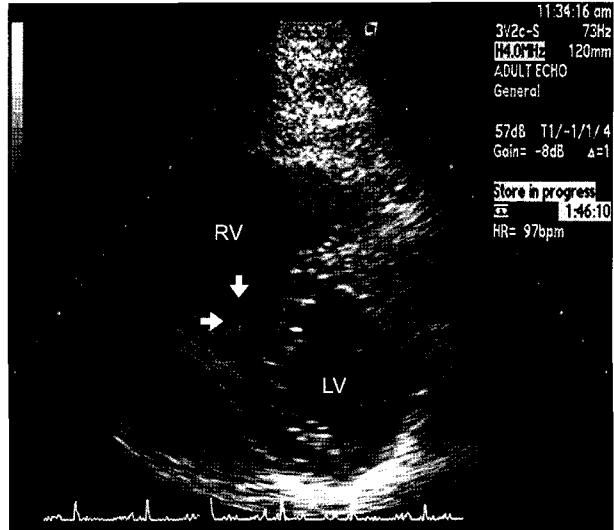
Follow-up short axis transthoracic echocardiogram after chemo-radiotherapy shows significantly decreased mass size. RV=Right ventricle; LV=Left ventricle.
